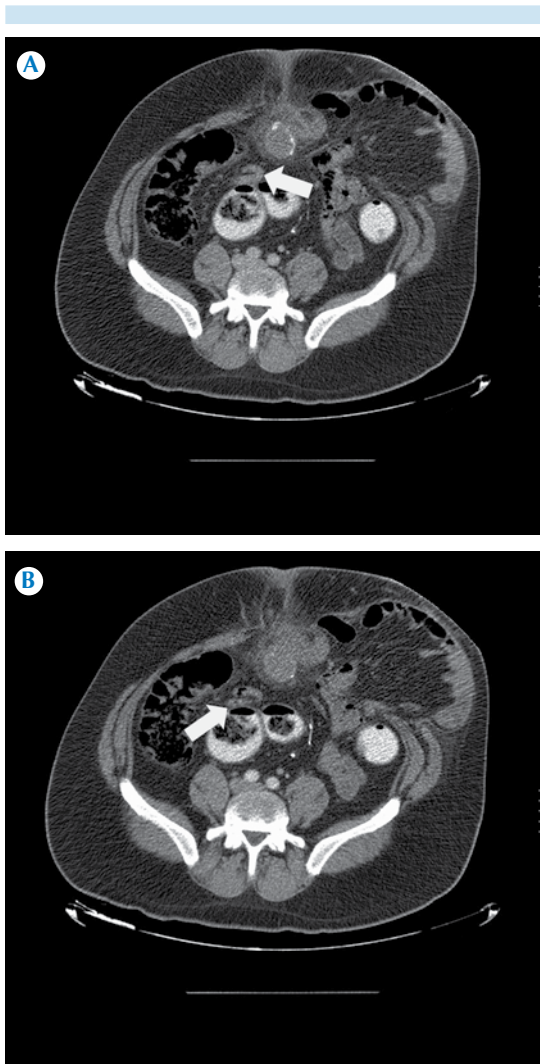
Paciente masculino de 42 años, con síndrome doloroso abdominal agudo. La tomografía computada abdominopélvica demostró la heterogeneidad de la grasa pericecal y periapendicular. En la correlación postoperatoria se identificó periapendicitis aguda fibrinopurulenta extensa, segmentos de pared colónica y con sacos diverticulares con diverticulitis aguda con absceso en resolución.
